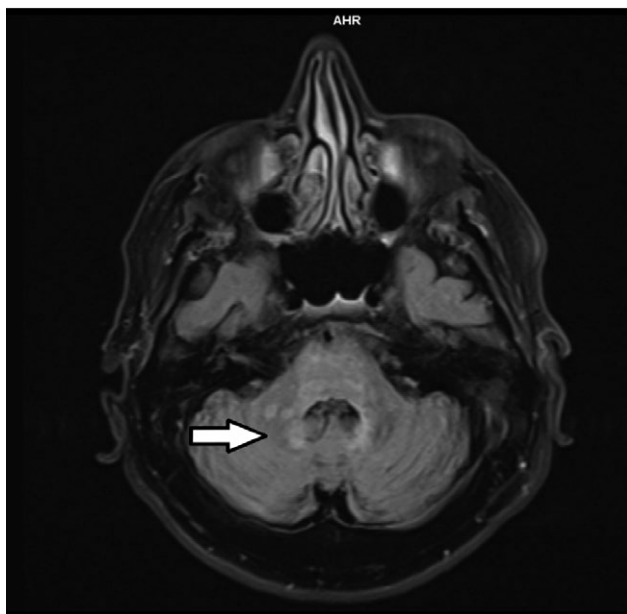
МРТ головного мозга, FLAIR-режим. Стрелкой указана гиперинтенсивность МР-сигнала в перивентрикулярной области IV желудочка
